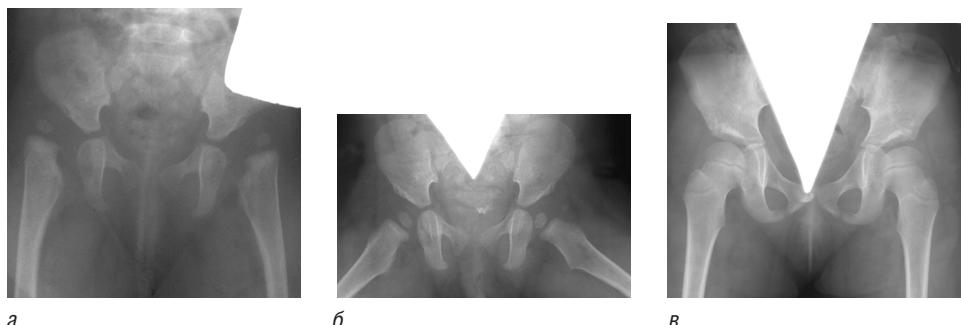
Неоперативное лечение врожденного вывиха бедра. Рентгенограммы: а — до лечения (8 мес); б — через 6 мес после начала лечения; в — после вправления (через 4 года)
